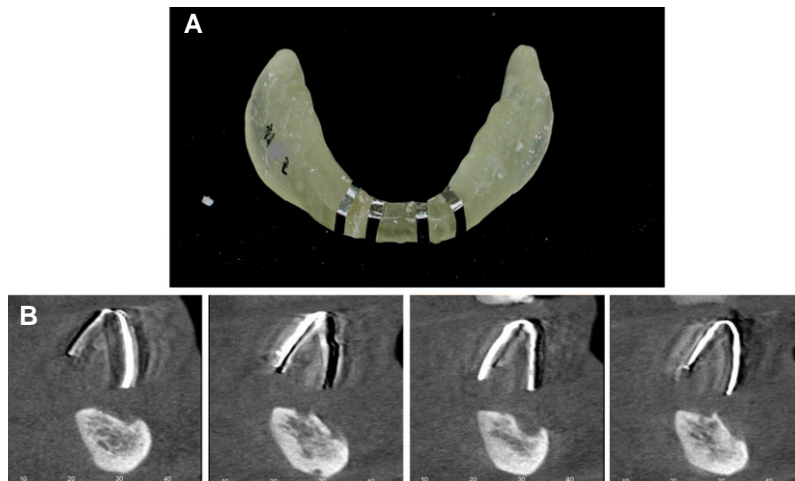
(A) Denture duplication for radiographic stent, (B) CT view.
